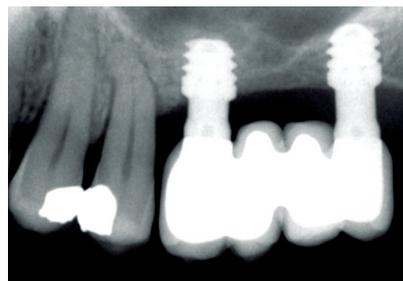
Radiografía final tras la colocación de la prótesis definitiva.
